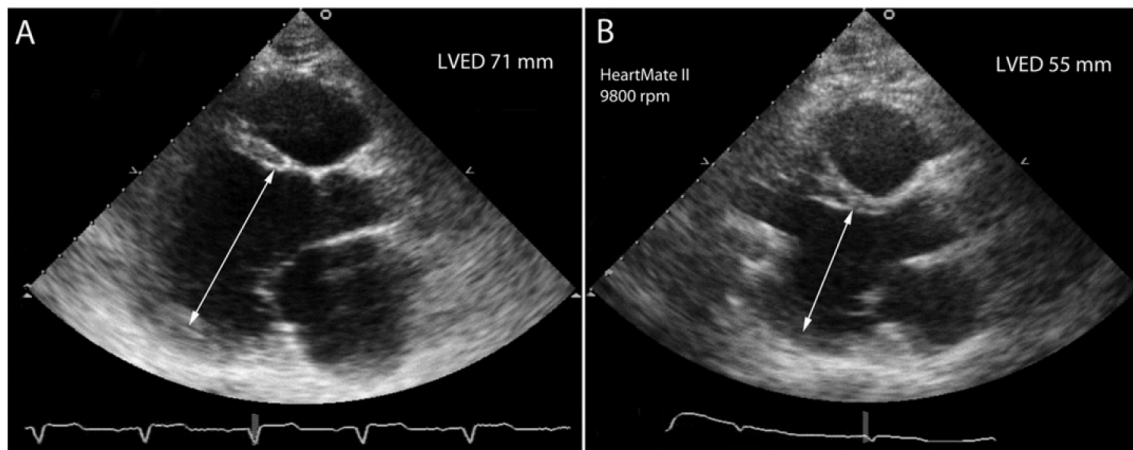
Panel A: ecocardiografía transtorácica, eje paraesternal de eje largo, mostrando LV dilatado antes de la implantación de LVAD. Panel B: vista de eje largo paraesternal que demuestra la descarga del VI después de la implantación del DAVI.
